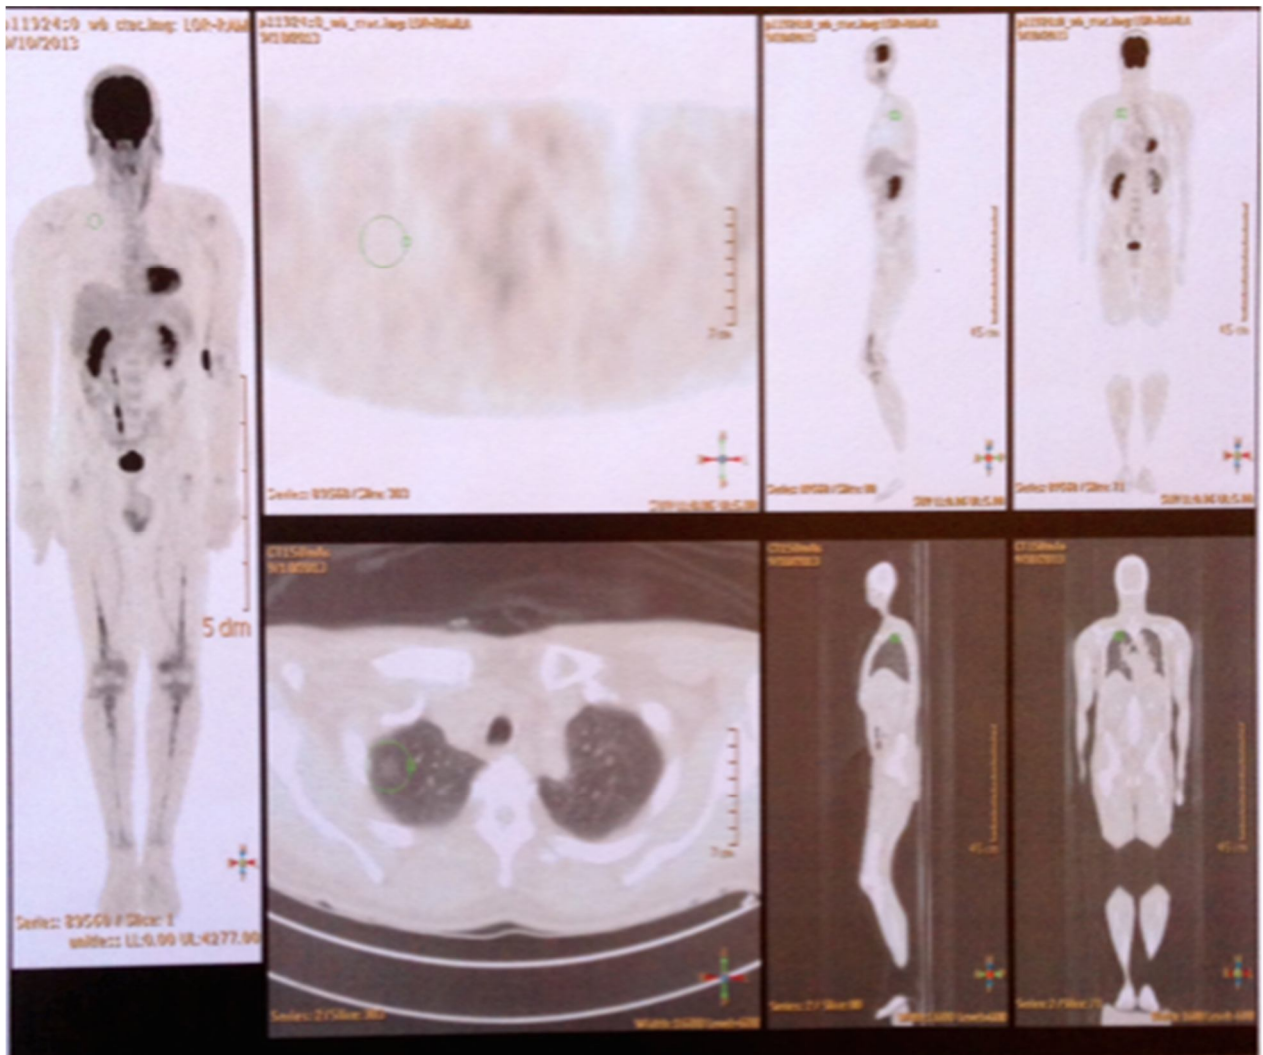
Foyer pulmonaire en verre dépoli apical droit sans hypermétabolisme du FDG associé
